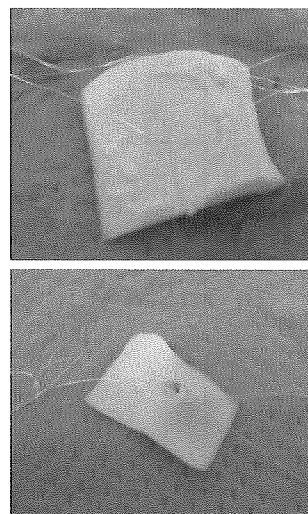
155T-71L X633、レベル3、1秒の超音波振動（上：外壁側、下：内壁側）
